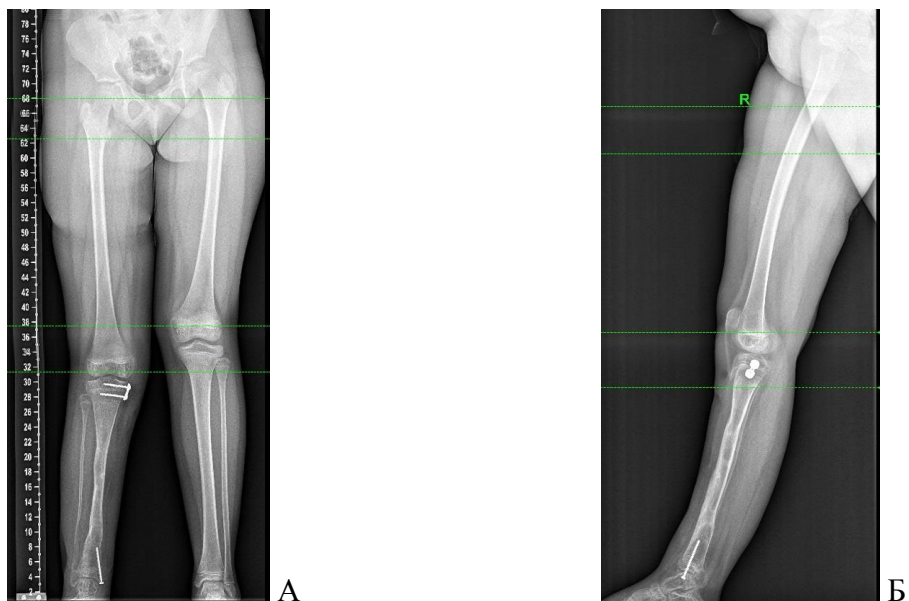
Рентгенограммы пациента после выполнения демонтажа АВФ и временного гемиепифизиодеза медиальных порций зон роста правой большеберцовой кости: А – переднезадняя проекция, Б – боковая проекция.
